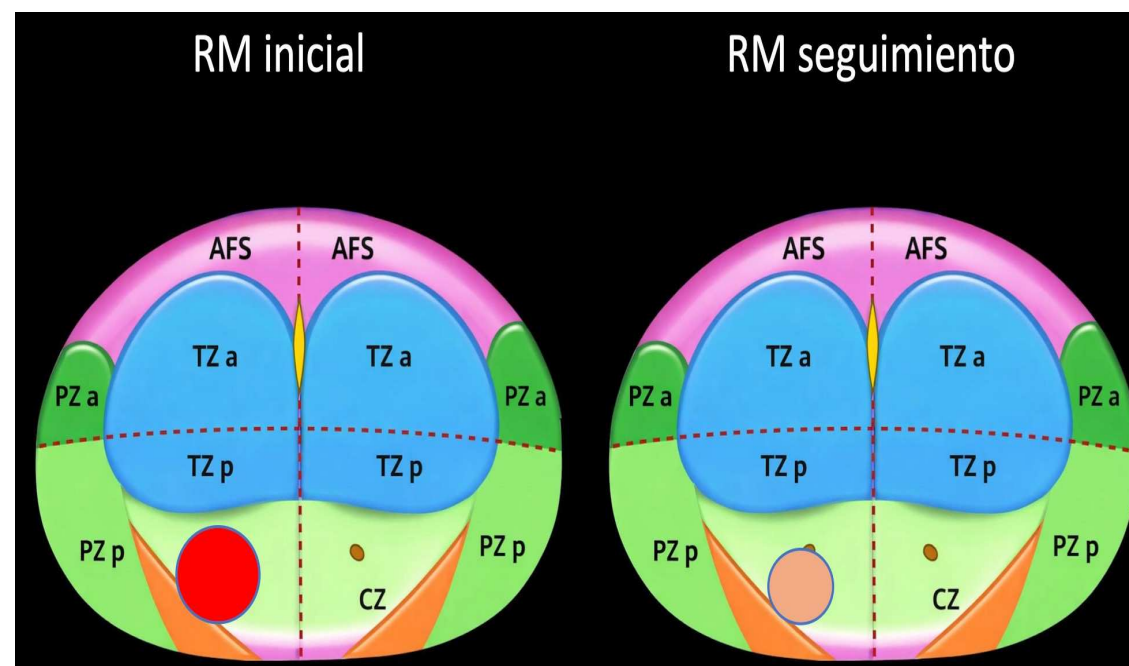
Reducción del volumen y/o visibilidad de las características sospechosas visualizadas en RM previa.
